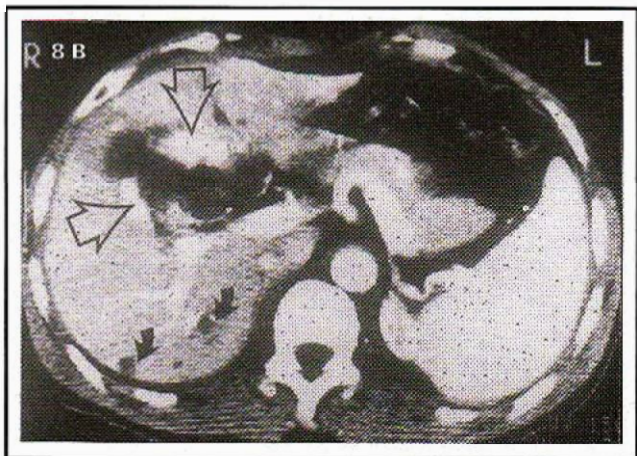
Hémangiomes du foie - séméiologie IRM ; confrontation scanner - IRM.
